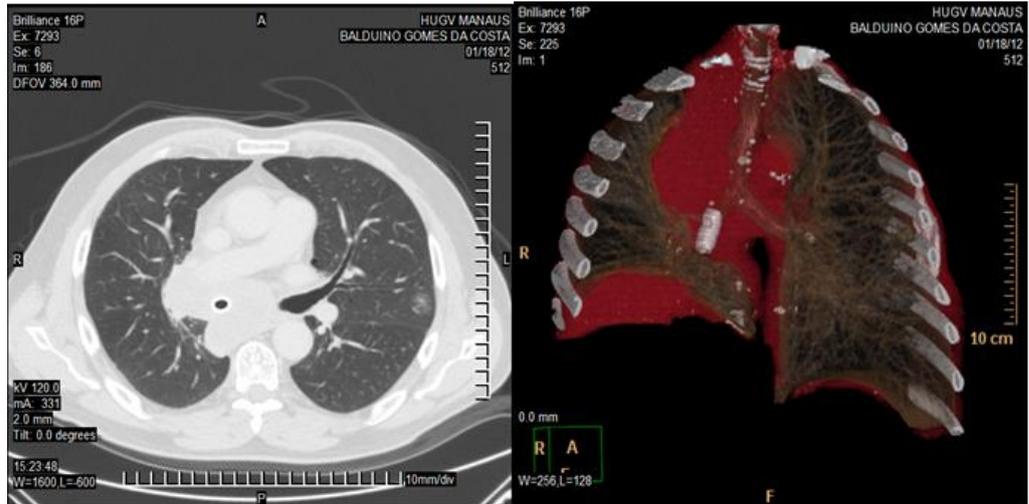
Duas TC mostrando órtese implantada
